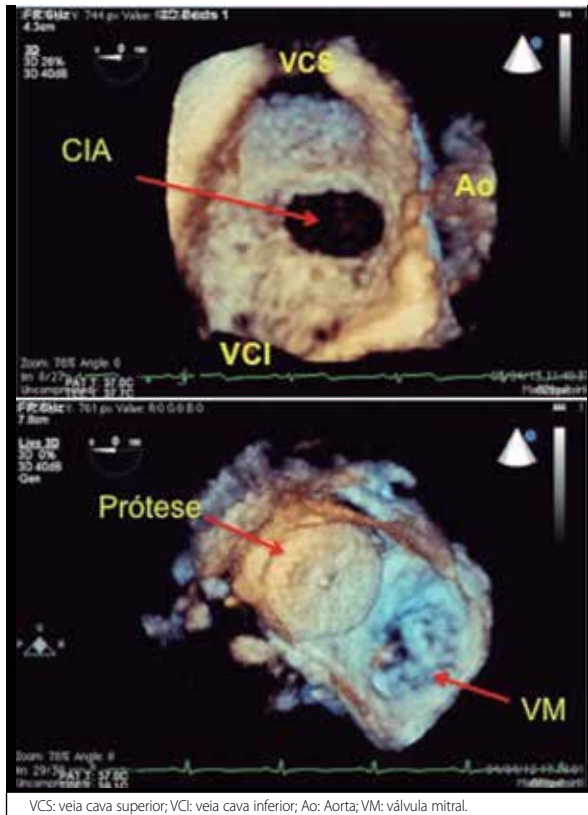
Ecocardiograma transesofágico tridimensional de uma comunicação interatrial tipo ostium secundum (CIA), vista em face (à esquerda). À direita nota-se dispositivo Amplatzer® visto desde o átrio esquerdo.
